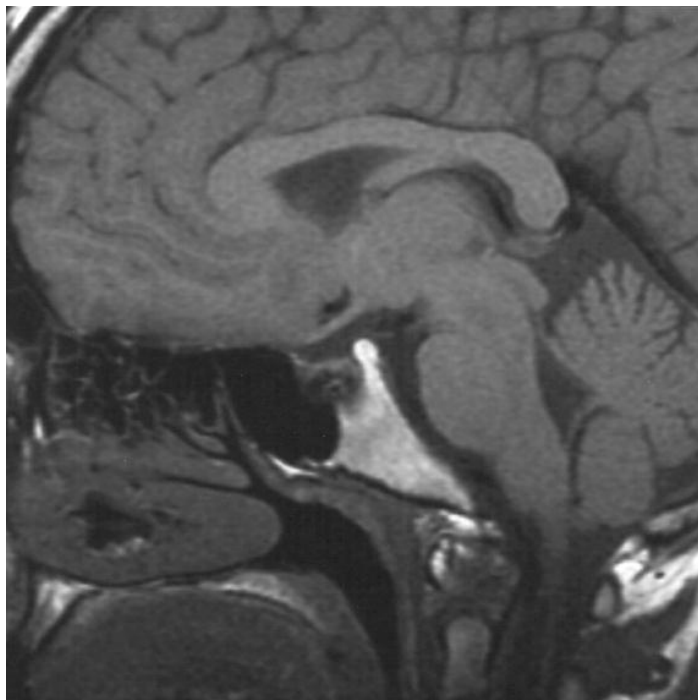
Sagittal MRI 'slice' of the living brain. (From a series kindly provided by Dr. J. Paul Finn, Director, MR Research and Development, Siemens Medical Systems Inc., Iselin, New Jersey) (Note: Lipid-rich tissues are especially enhanced, e.g. CNS myelin, subcutaneous fat, lipid in muscle and bone marrow.)
